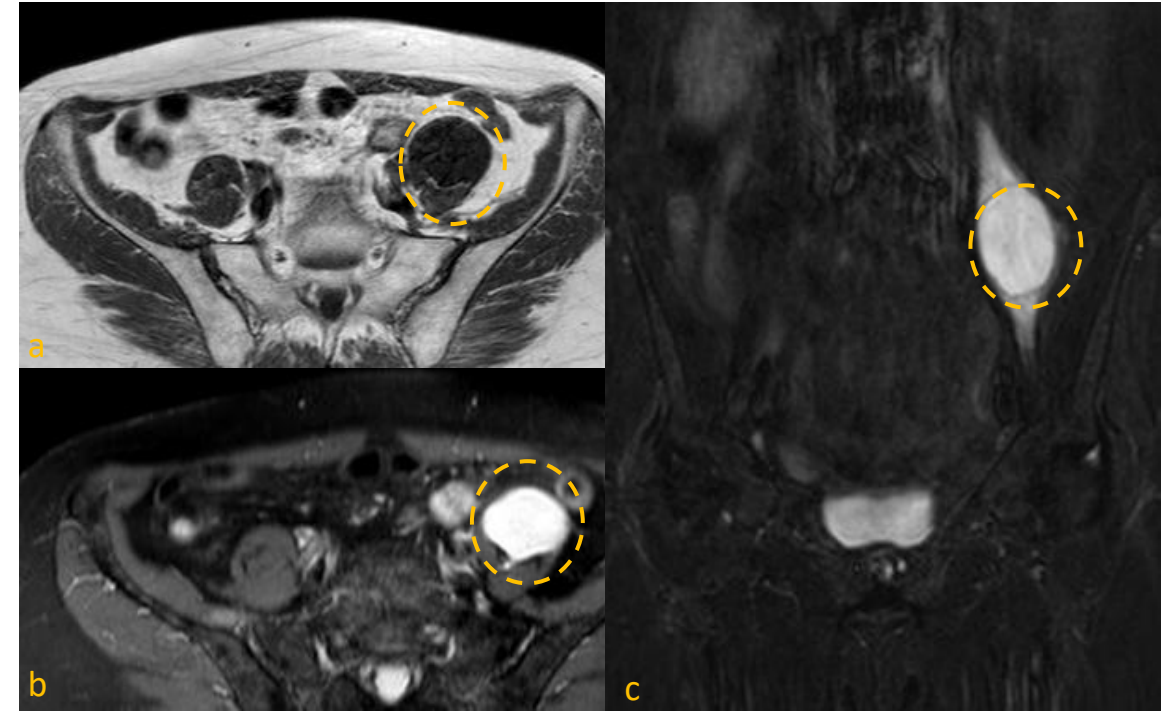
Ejemplo de diagnóstico diferencial: las imágenes de RM con contraste (a, b y c) muestran una lesión situada en el músculo psoas izquierdo, lo que plantea un diagnóstico diferencial entre tumor de la vaina nerviosa, mixoma y quiste hidatídico, entre otras posibilidades. La biopsia confirmó un mixoma de bajo grado
